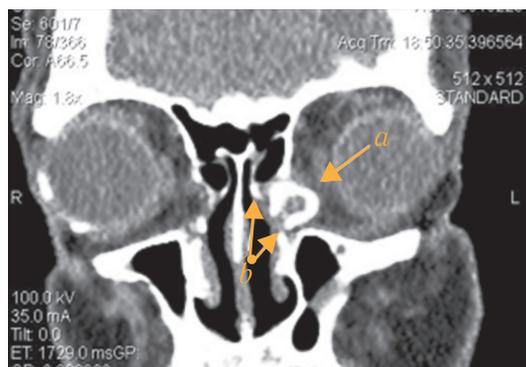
Мультиспиральная компьютерная томография слёзотводящих путей с контрастированием, коронарная реконструкция на уровне слёзных мешков: *a* — заполненный контрастом левый слёзный мешок, *b* — границы костного «окна»
